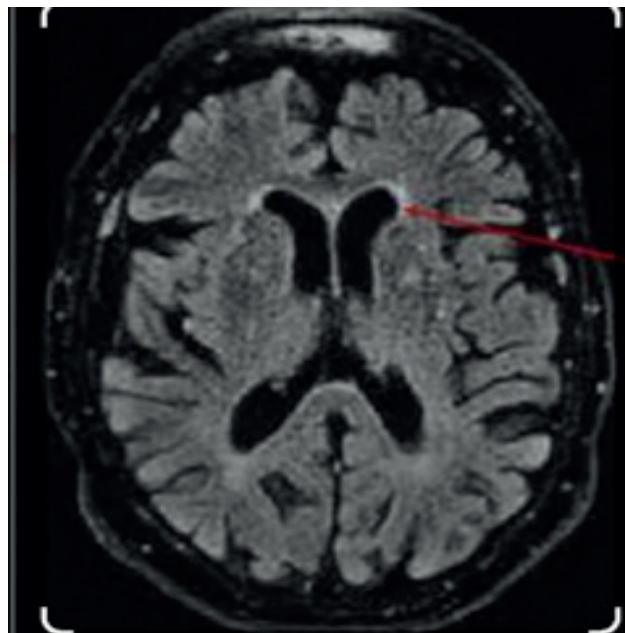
МРТ больного с вентрикулитом. Стрелками указано утолщение стенок бокового желудочка головного мозга.
